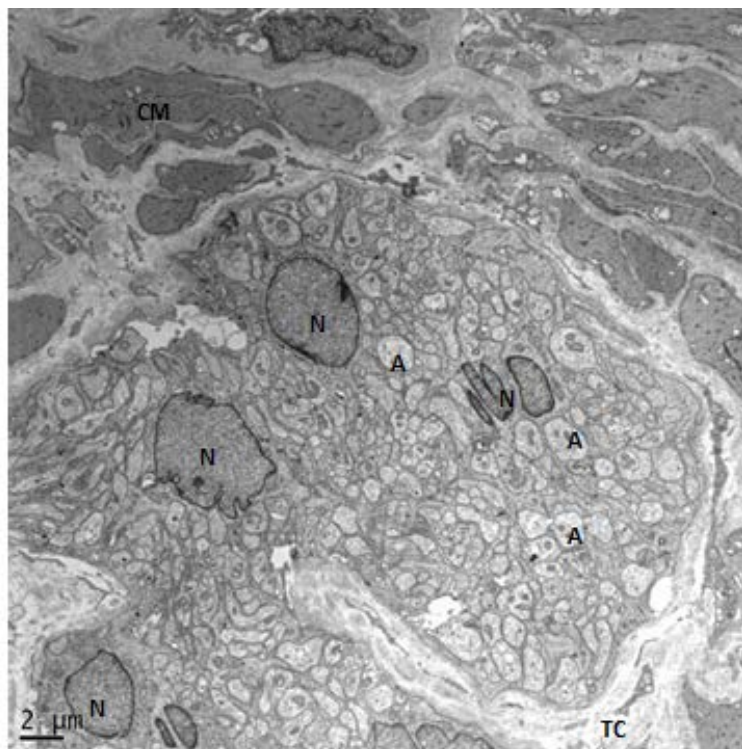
MET. Panorámica de un ganglio del plexo mientérico del colon humano. N: Núcleos de células gliales. A: Axones cortados de través. CM: Células musculares lisas de la musculatura longitudinal. TC: Tejido conectivo.
